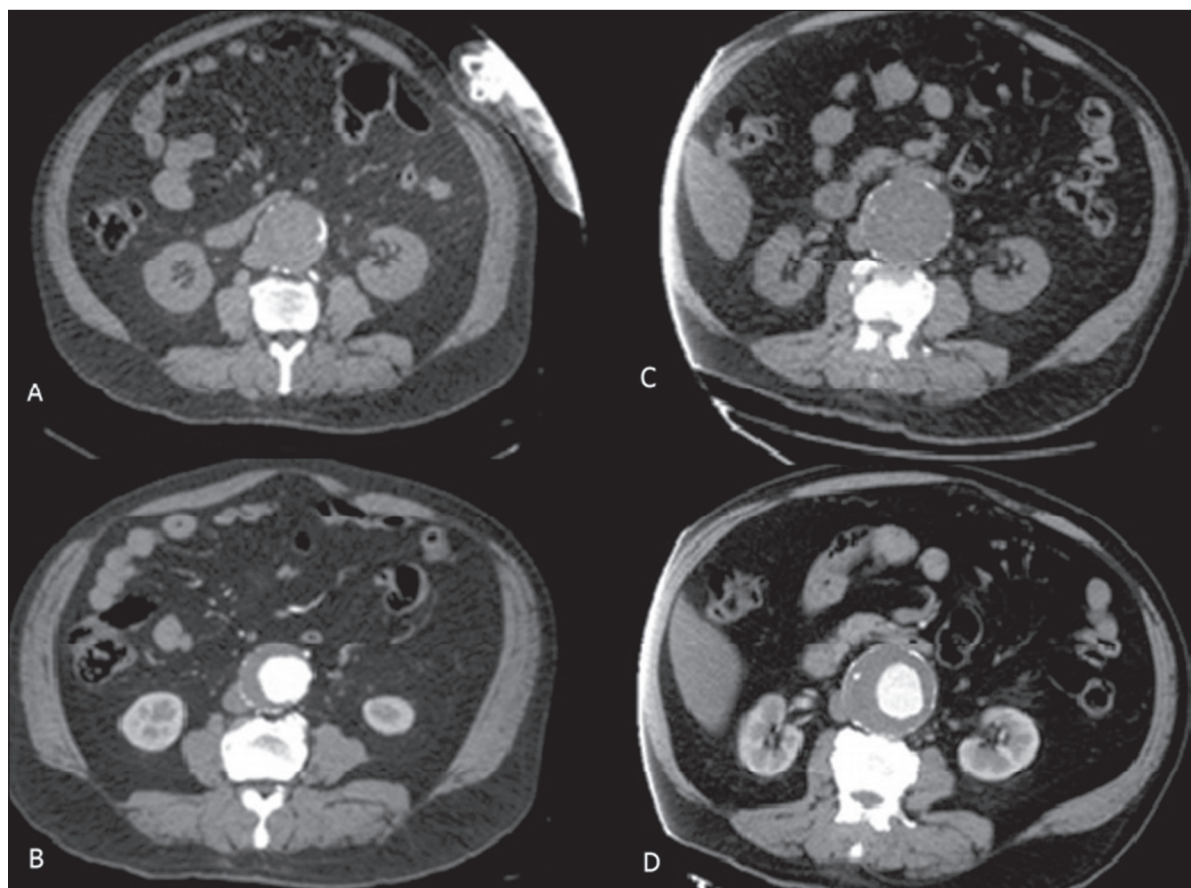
Paciente do sexo masculino, 73 anos, apresentando aumento do diâmetro máximo aneurismático de 3 cm em dois anos, medindo 5 cm em 2013 (A,B) e 8 cm em 2015 (C,D). Tomografia computadorizada em cortes axiais não contrastada (A,C) e na fase arterial (B,D).
